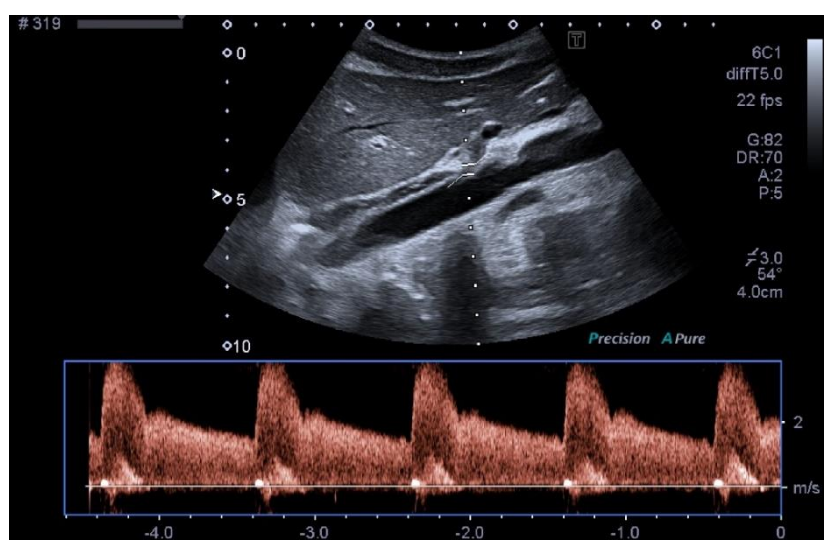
Paciente con dolor abdominal crónico, náuseas y vómitos. En la ecografía se identifica una estenosis del origen del tronco celiaco y se comprueba su repercusión hemodinámica, obteniendo una velocidad pico que supera los 200 cm/s.
